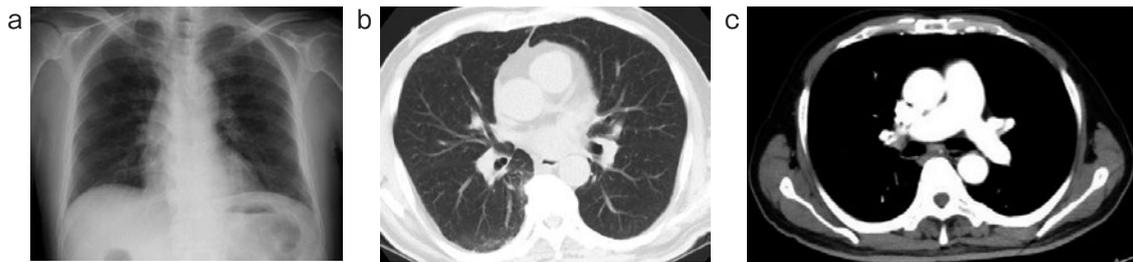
(a) 入院時胸部 X 線写真. 左肺動脈が軽度拡張している所見を認めた. (b) 入院時胸部 CT (肺野条件). 右下葉の一部にごく淡いすりガラス影を認める. (c) 造影 CT 検査.
